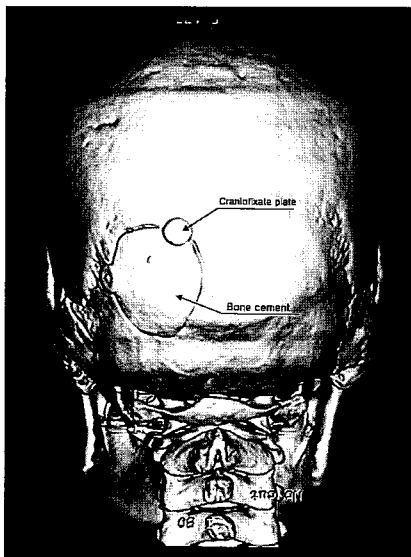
3D Facial bone CT scan, posterior view. The skull defect of occipital area was reconstructed with bone cement and fixed with craniofixate plate.
